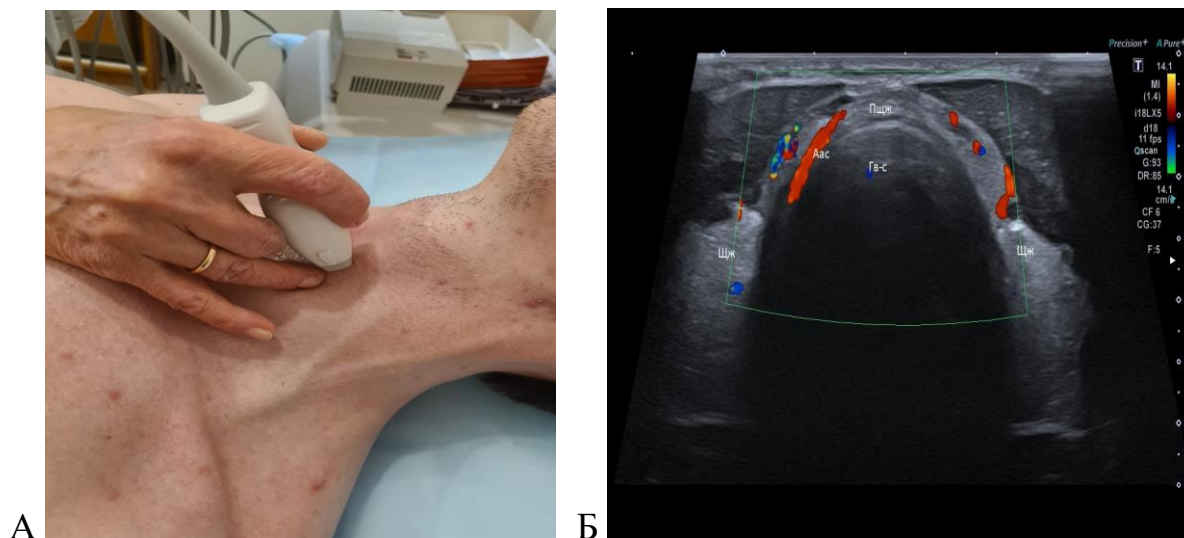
А – Изображение постановки УЗИ-датчика в области перстневидного хряща.
